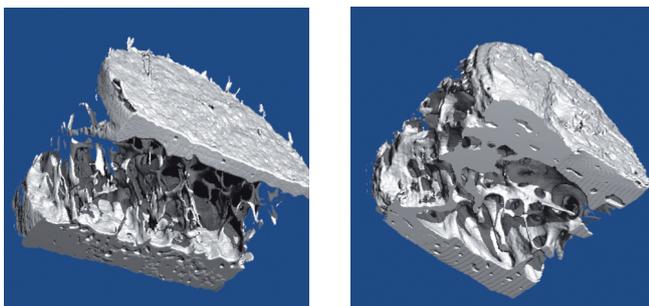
Osteoanaboler Effekt von Teriparatid [©2006 Lilly Deutschland GmbH] Mikro-CT-Aufnahmen einer Biopsie vor (links) und 21 Monate nach (rechts) Beginn einer Behandlung mit 20 µg Teriparatid pro Tag zeigen eine Volumenzunahme von Kortikalis und Spongiosa mit deutlich stärkerer Vernetzung der Trabekel.
